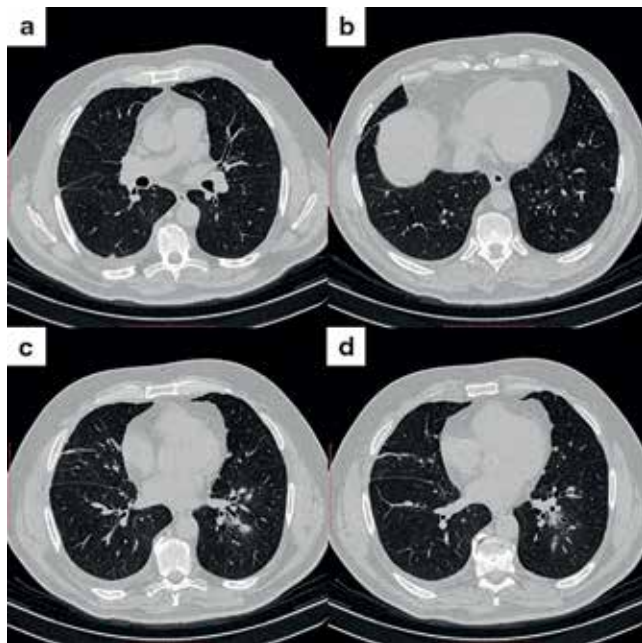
Компьютерная томография легких (аксиальная проекция): в субплевральных отделах S_6 правого (a) и S_9 левого (b) легкого имеются единичные участки уплотнения размером до 5×7 мм в диаметре. В нижней доле левого легкого (S_6 - S_{10}) определяются участки инфильтрации без признаков деструкции. В правой плевральной полости имеется жидкостное содержимое, толщина слоя которого достигает 8-11 мм (c, d)
